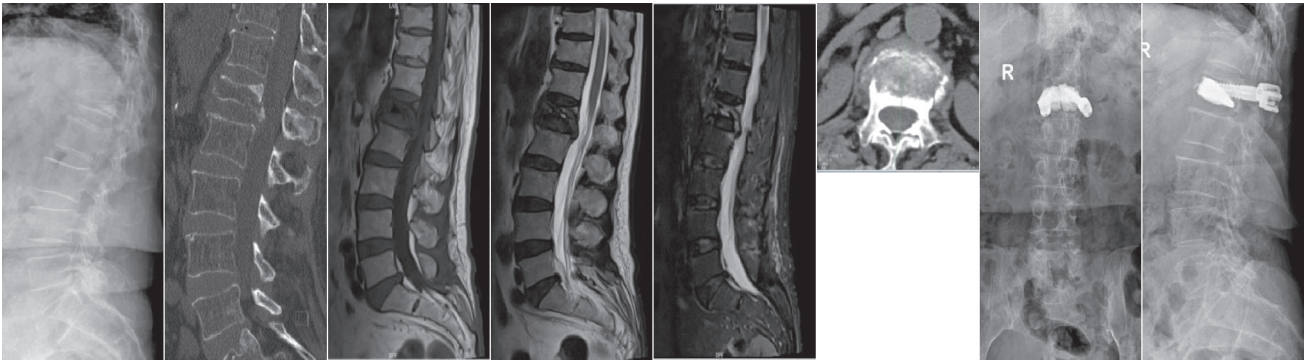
典型病例 1,女,79 岁;X 线提示 L₁ 椎体压缩骨折,CT 提示 L₁ 存在真空裂隙征,MRI 提示 L₁ 在 T₁WI 呈低信号,在 T₂WI 及 STIR 像上呈现高低不等的混杂信号;经手术治疗后恢复良好
